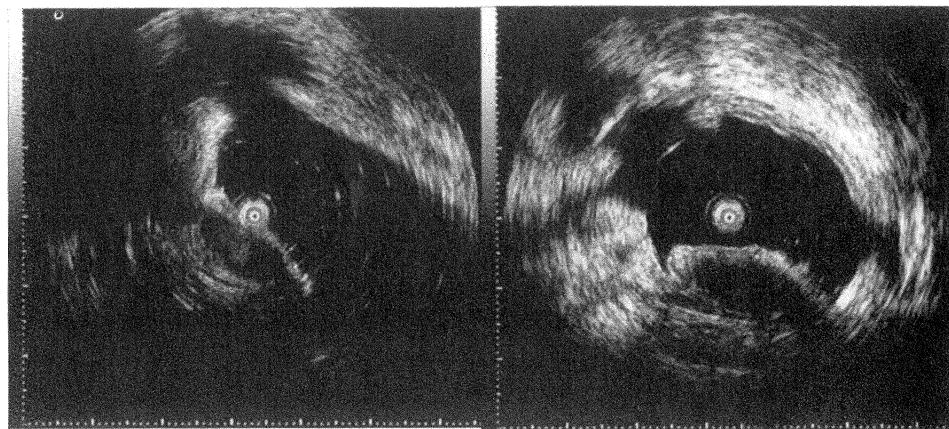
Endoscopic ultrasonography (15MHz) reveals a hypoechoic tumor in the third layer of the stomach wall.
